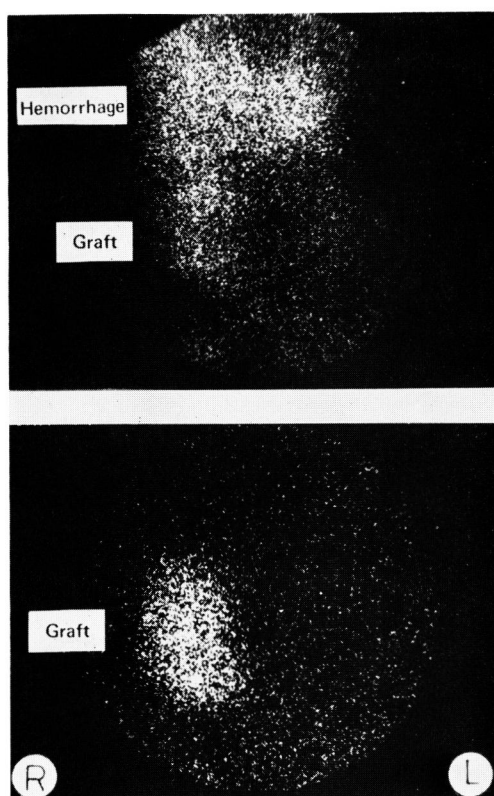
Renoscintigram (9th postoperative day)
